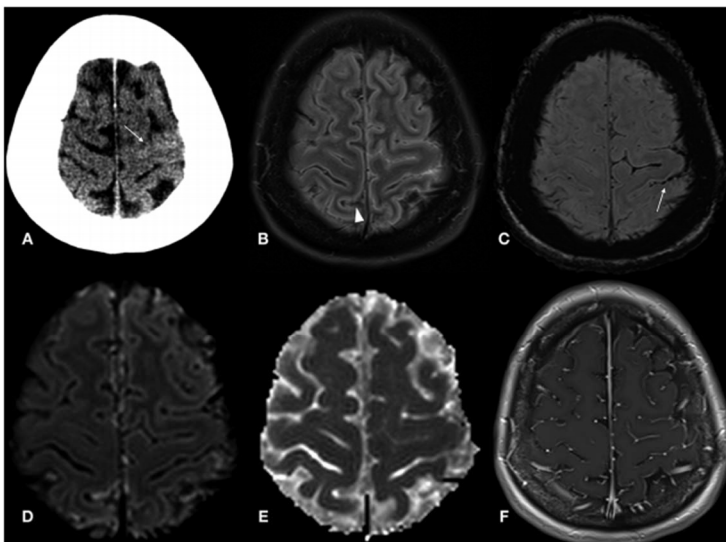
Imágenes al inicio del cuadro clínico: (A) Corte axial en tomografía computada muestra ocupación por contenido hiperdenso del surco precentral correspondiente a hemorragia subaracnoidea. (B) a (F) Cortes axiales en RM. (B) T2-FLAIR muestra contenido iso a hipertenso en la convexidad (punta de flecha en B), con ocupación de los surcos por contenido hiperintenso, con artefacto de susceptibilidad en SWI (Flecha en C), hallazgos correspondientes a HSA en resonancia y compromiso inflamatorio infeccioso. (D) y (E) DWI y ADC presenta ocupación del espacio subaracnoideo con focos de restricción de la difusión, que reafirma la sangre en la convexidad. (F) T1 - Gadolinio con impregnación leptomenígea difusa, que apoya el diagnóstico de meningitis.
